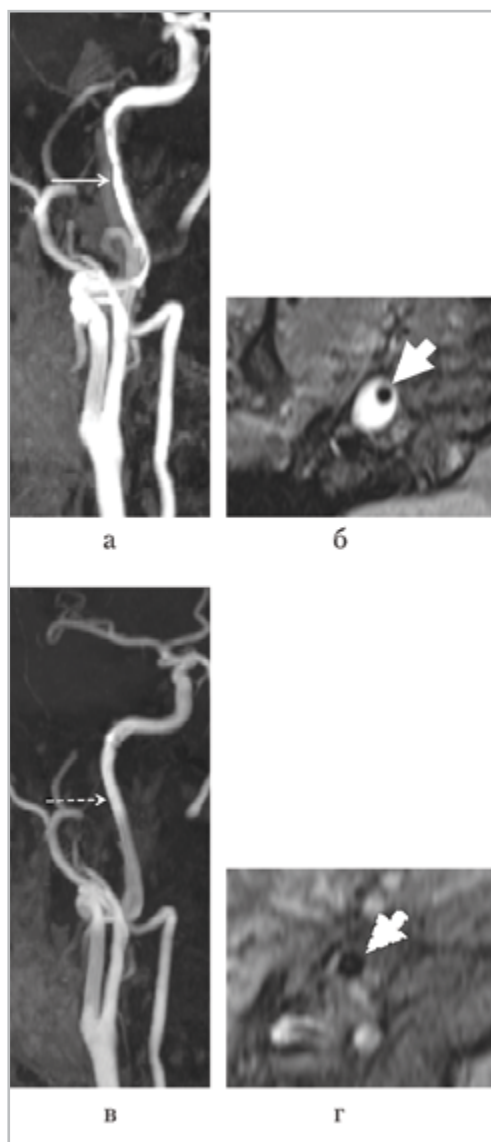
Динамика изменений МРТ- и МРА-данных при спонтанной диссекции правой ВСА: через 3 нед от момента возникновения клинической симптоматики: *а, б* — неравномерный стеноз правой ВСА; через 3 мес: *в, г* — восстановление кровотока по правой ВСА; *а, в* — МР-ангиограмма, МР-реконструкция; *б, г* — МРТ в режиме T1 f/s ВИ, аксиальная проекция. Гиперинтенсивный сигнал от ИМГ в стенке правой ВСА (*б* — звездочка). Неравномерное сужение просвета правой ВСА (*а, б* — сплошные стрелки). Патологических изменений сигнала от стенки правой ВСА не выявляется, кровоток восстановлен (*в, г* — пунктирные стрелки)
